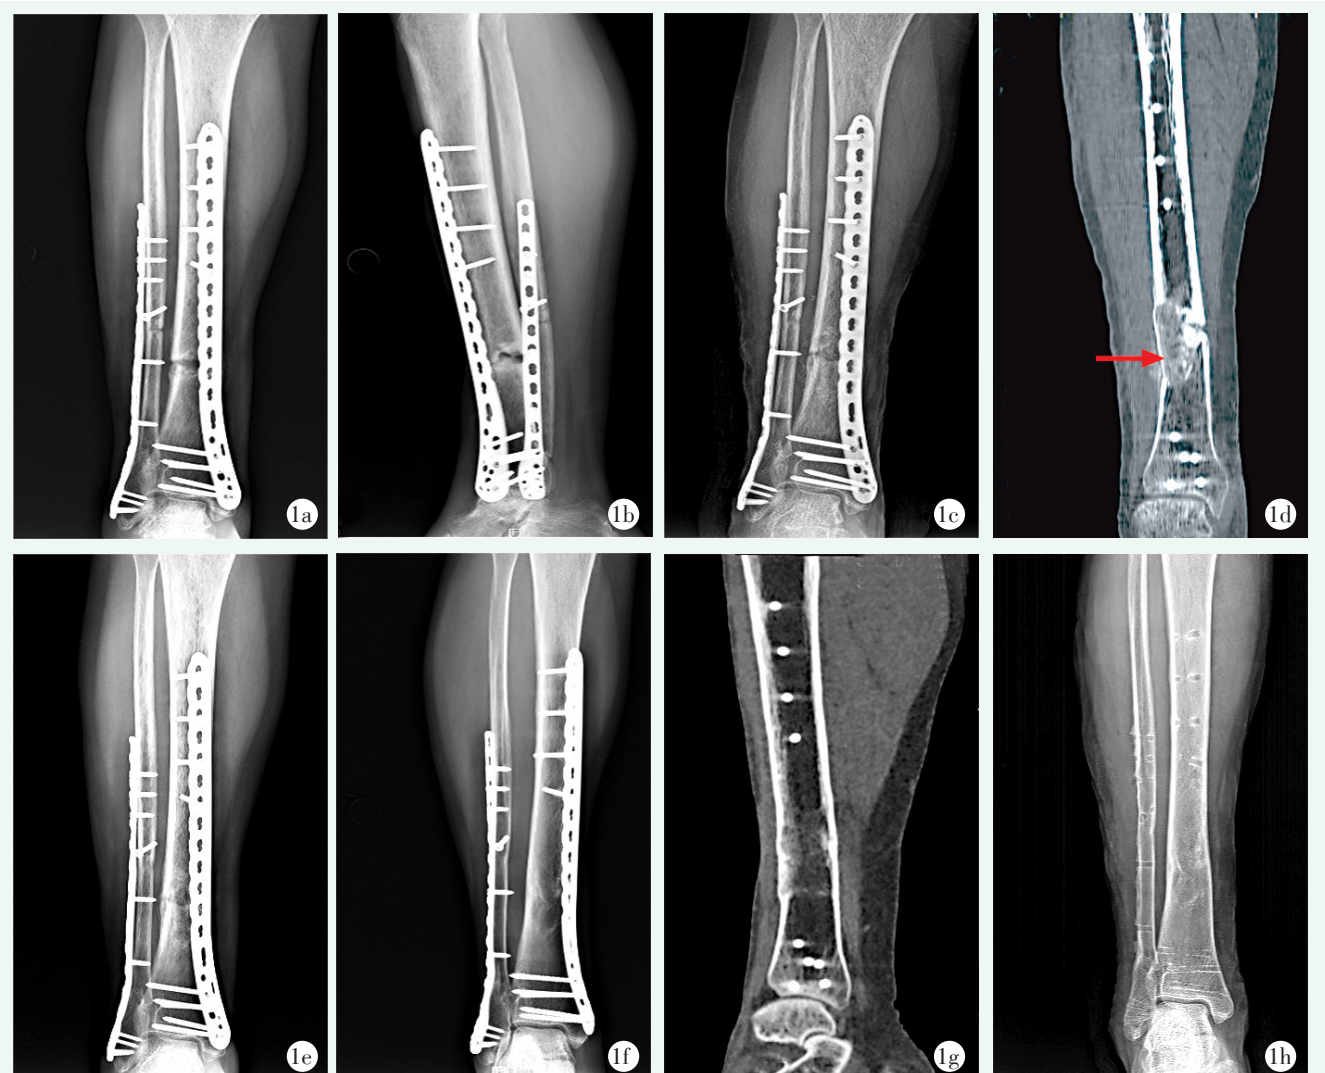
患者, 女, 54 岁, 右侧胫骨骨折术后骨不连, 行胫骨骨折端切开清理及混合式植骨术 1a, 1b: 胫腓骨正侧位 X 线片可见胫骨初始骨折线清晰, 骨折端无连续骨痂, 断端硬化, 提示存在胫骨骨不连 1c: 胫腓骨正位 X 线片可见骨不连处植入自体髂骨 1d: 胫骨冠状面 CT 示胫骨骨不连处嵌入髂骨块, 红色箭头指示嵌入的髂骨块 1e: 胫腓骨正位 X 线片见骨不连处已有连续骨痂形成, 提示骨折端愈合 1f, 1g: 植骨术后 1 年胫骨正位 X 线片及 CT 可见胫骨骨折线完全消失, 提示骨折完全愈合 1h: 植骨术后 1 年取出内固定物后胫骨正位 X 线片见初始骨折端已完全愈合, 骨重建良好
